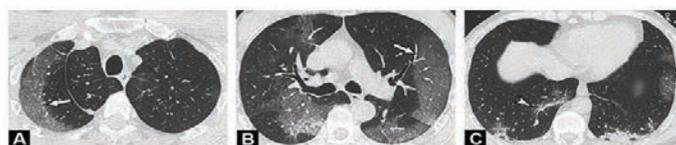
TDM thoracique d'un cas confirmé COVID 19 montrant un aspect en verre dépoli périphérique et bilatéral (A,B), et des condensations linéaires basales bilatérales (C) [24]
